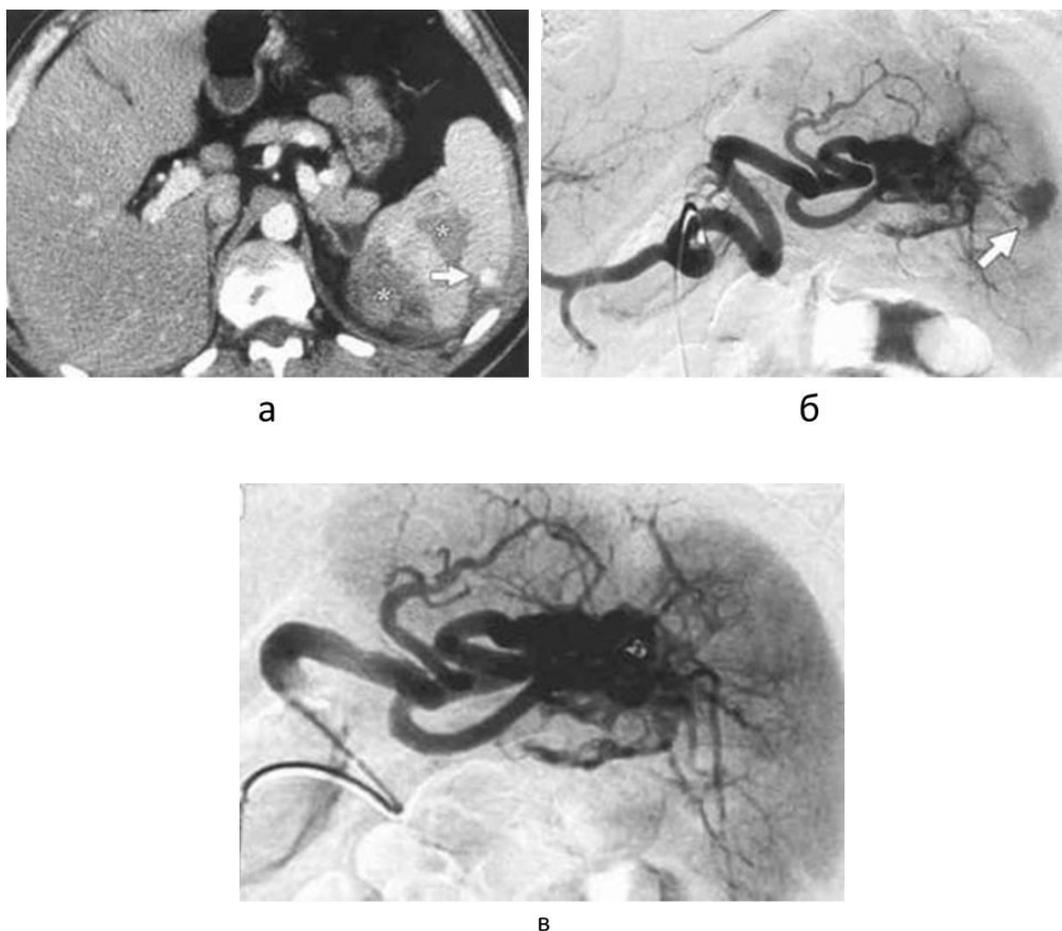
Экстравазация контрастного вещества у пациента с разрывом селезенки при КТ (а) и ангиографии - стрелка (б). Кровотечение остановлено методом ангиоэмболизации (в).
